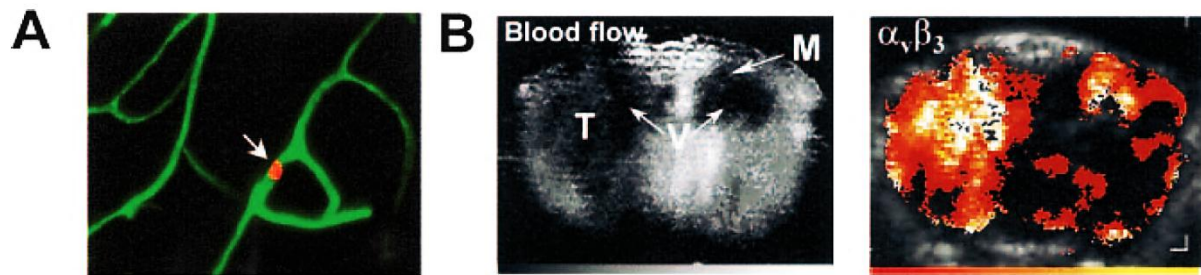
Imagerie ultrasonore après l'injection de microbulles.
